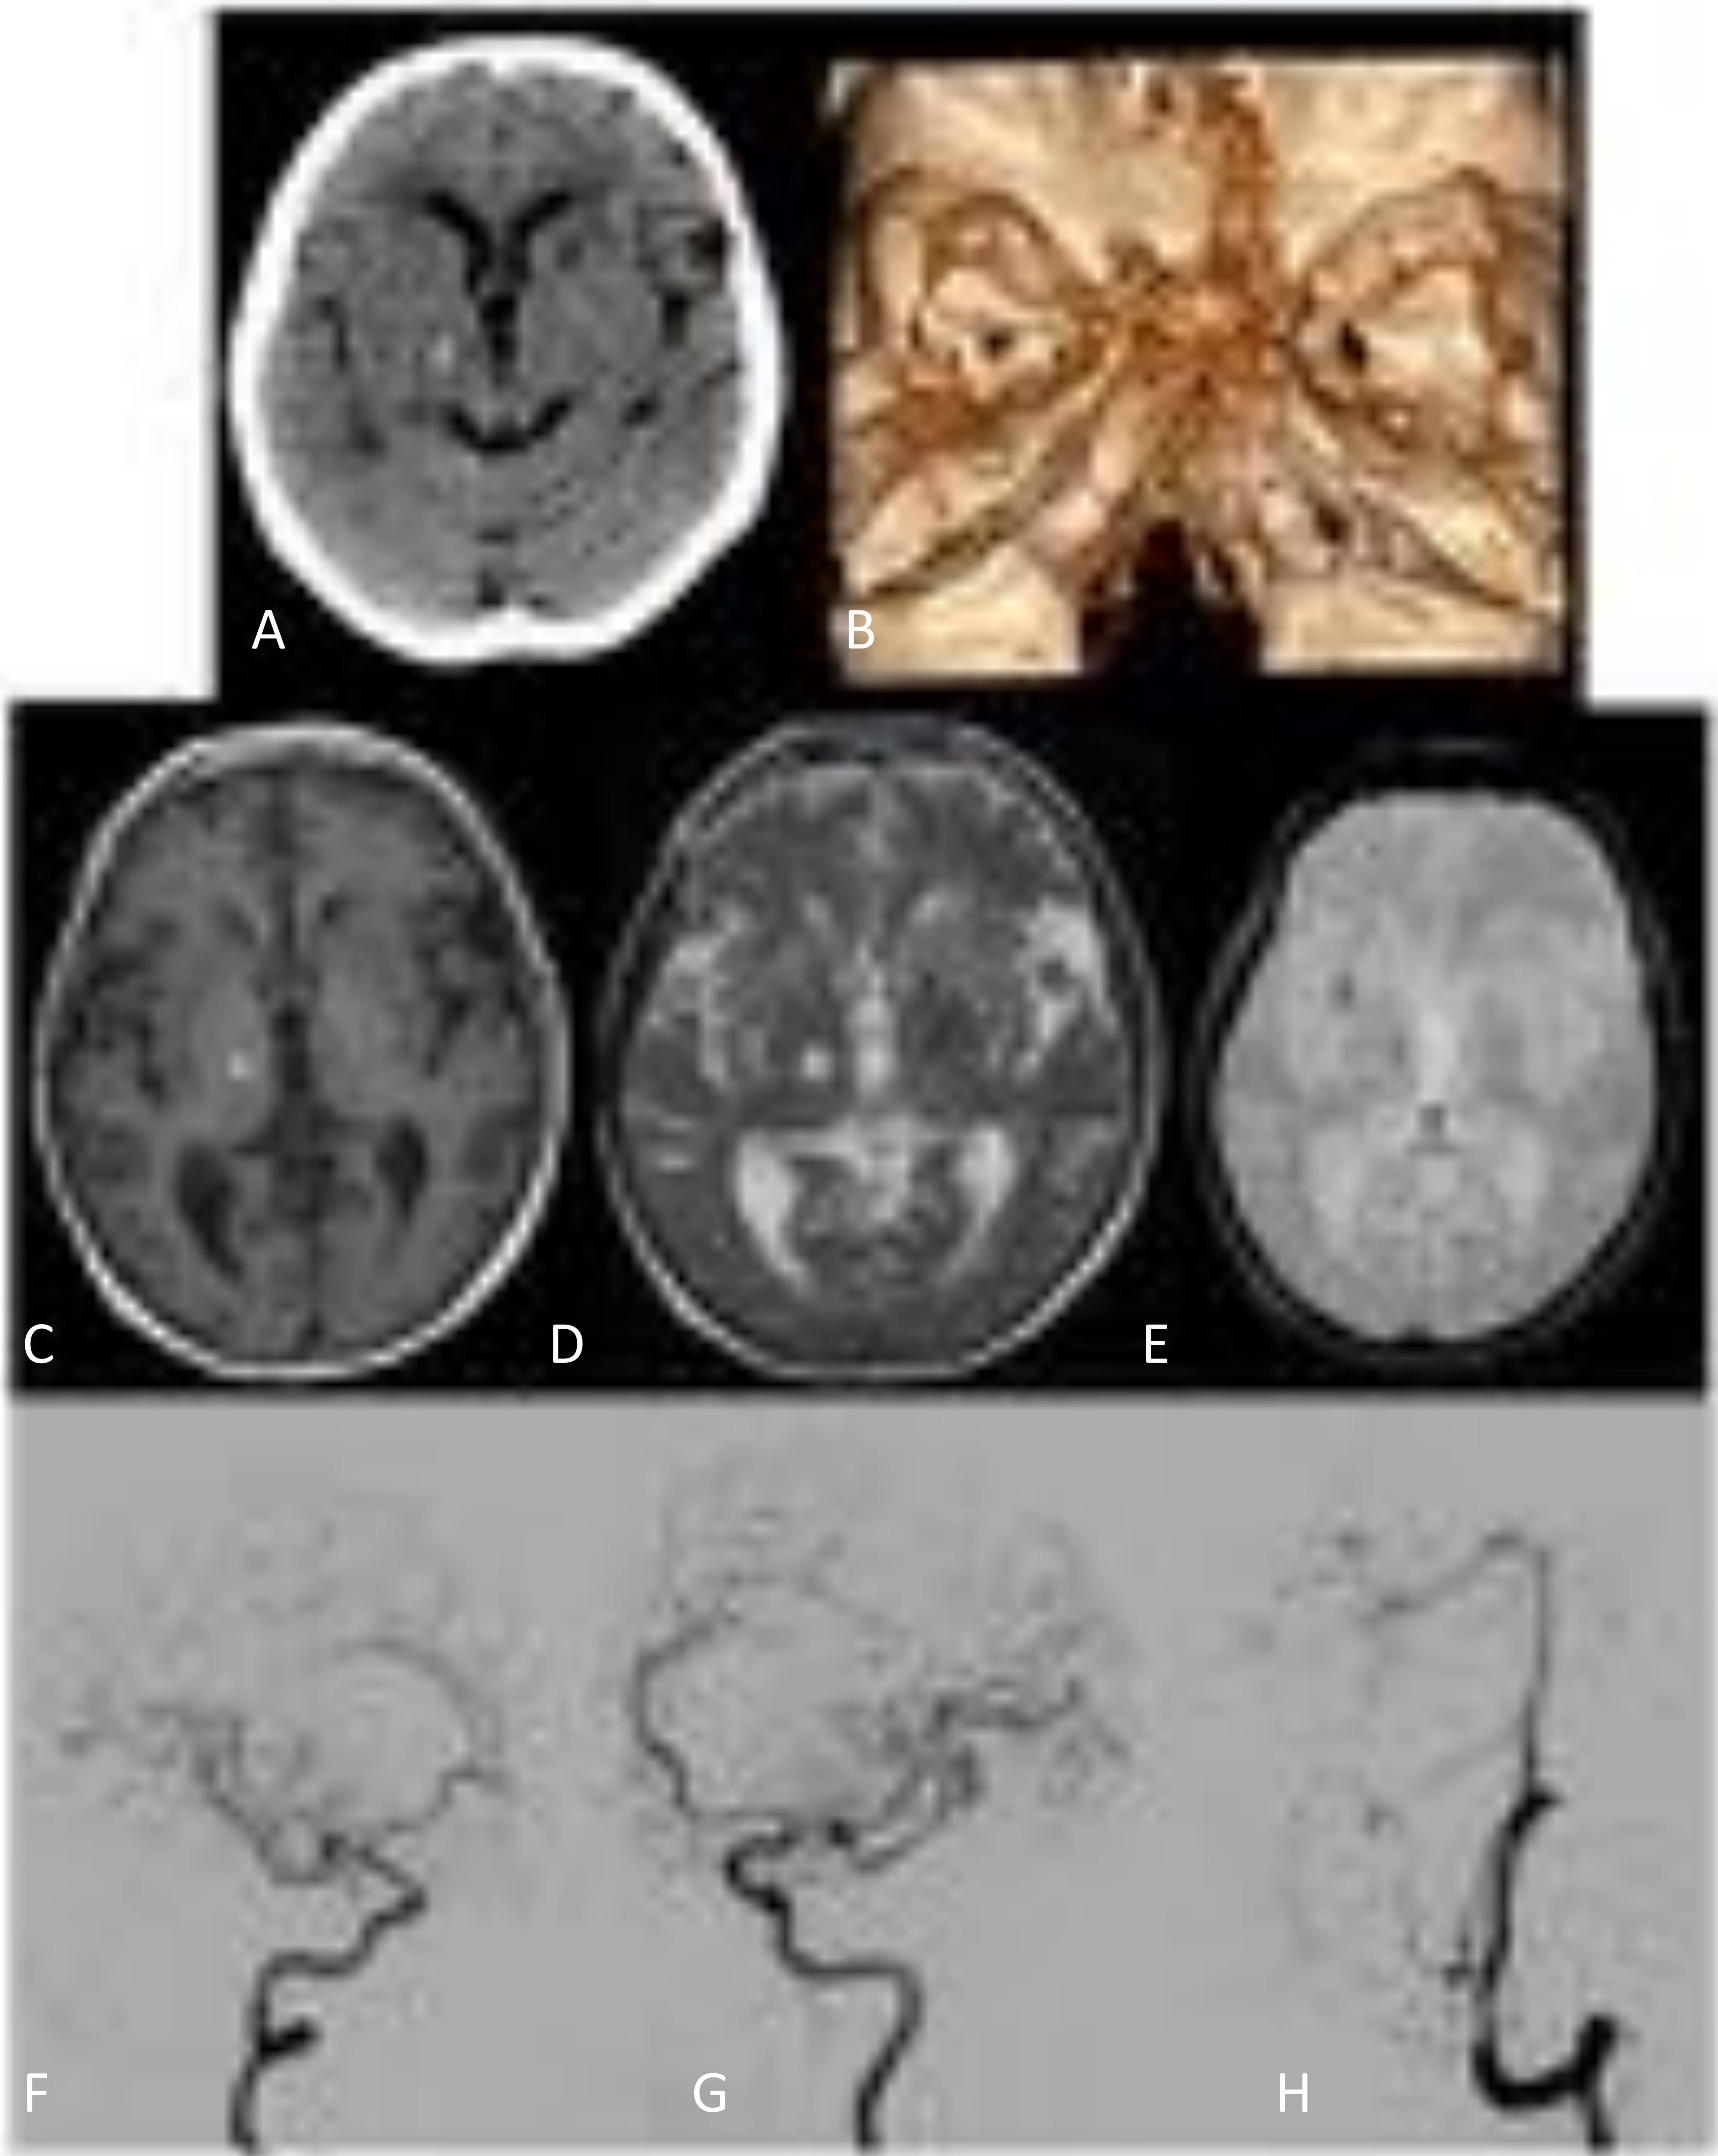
Paciente 68 años con antecedentes conocidos de vasculitis primaria del SNC. A) Estudio de TC cerebral en el que se observa un pequeño hematoma talámico derecho. B, F, G, H) El estudio de angioTC y arteriografía cerebral revelan una marcada irregularidad con áreas de estenosis y pequeñas dilataciones postestenóticas en múltiples arterias de calibre grande y mediano. C, D, E) Estudio de RM del mismo paciente en el que se confirma el hematoma intraparenquimatoso agudo talámico derecho y la presencia de depósitos hemosiderínicos por sangrados antiguos en región de ganglios basales.
